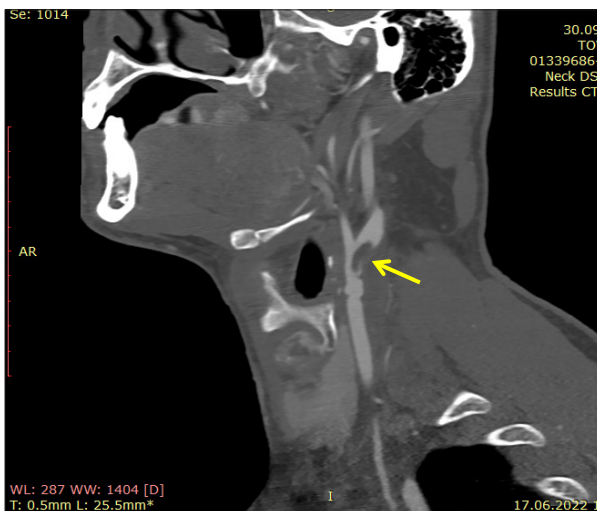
МСКТ-ангіографія голови та шиї: посттравматичне розшарування лівої загальної СА
